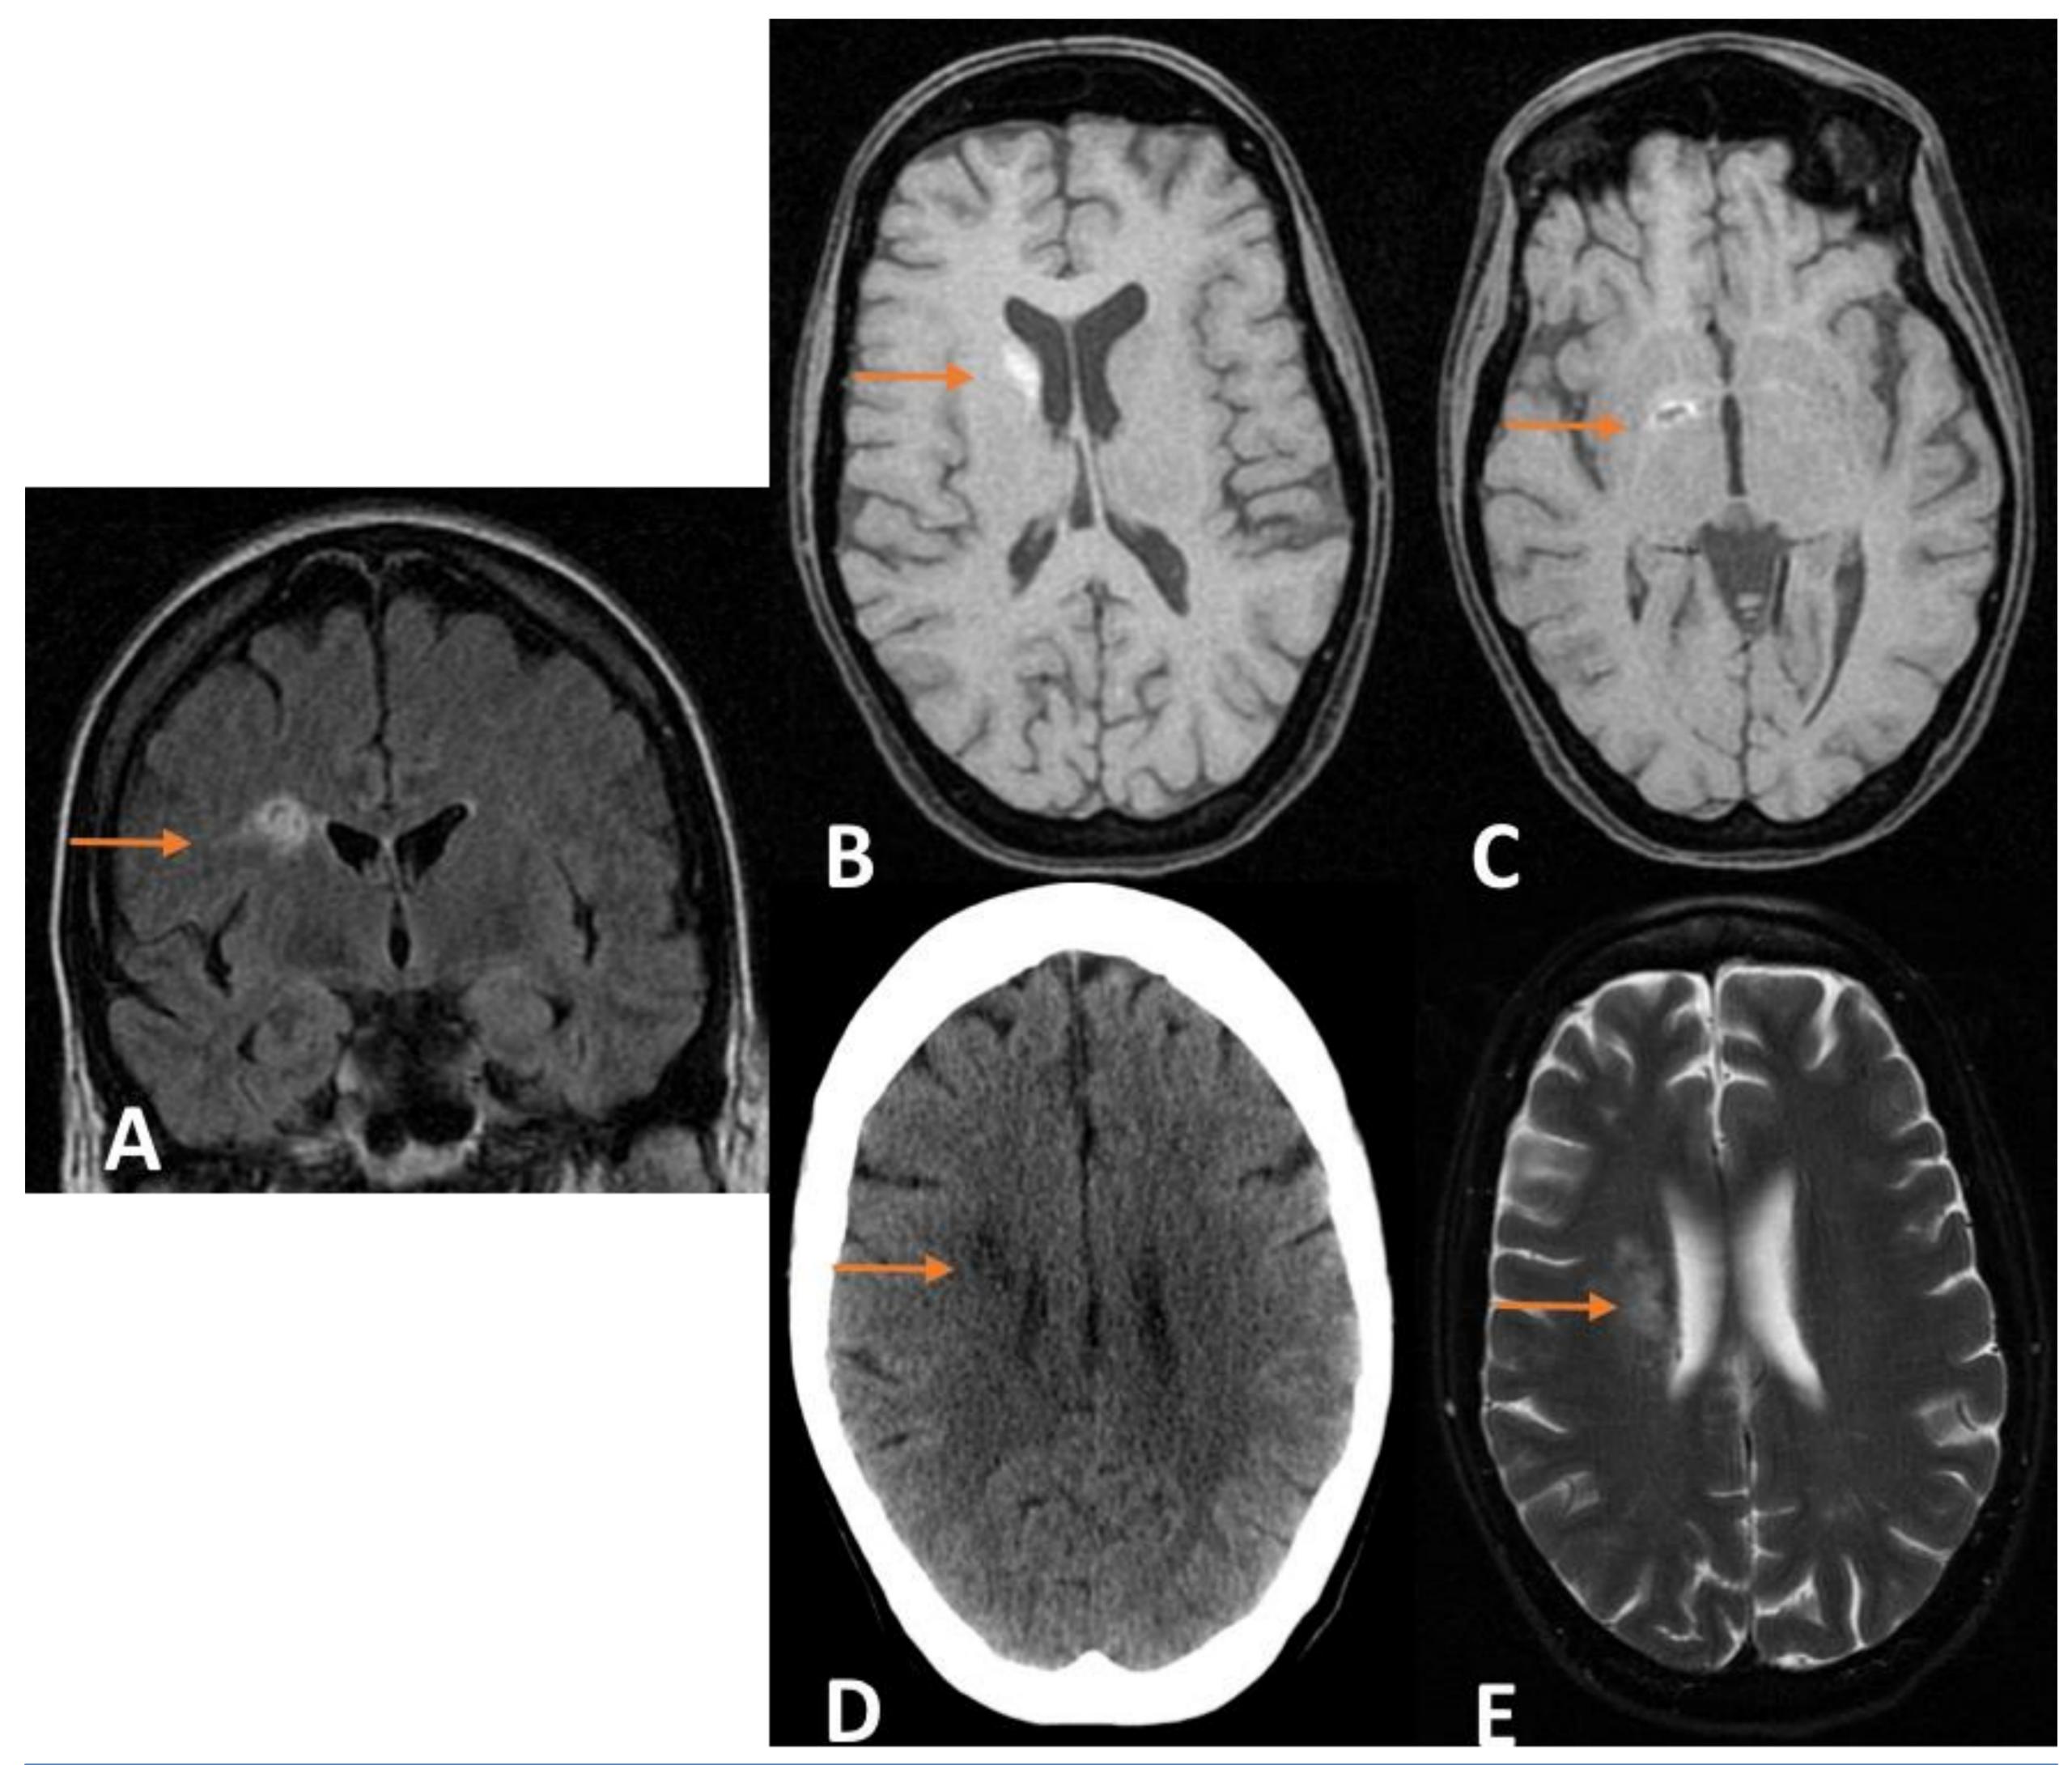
Infección criptocócica del SNC. Una paciente de 41 años con hipertensión pulmonar primaria se sometió a TP bilateral. Se le diagnosticó de enfermedad criptocócica diseminada y se amplió con estudio de neuroimagen para descartar la afectación del SNC. A (FLAIR coronal), B y C (T1 axial), D (TC axial) y E (T2 axial): se observan tres pequeñas lesiones hiperintensas poliquísticas en la cabeza del núcleo caudado derecho, cápsula interna derecha y corona radiada derecha.
